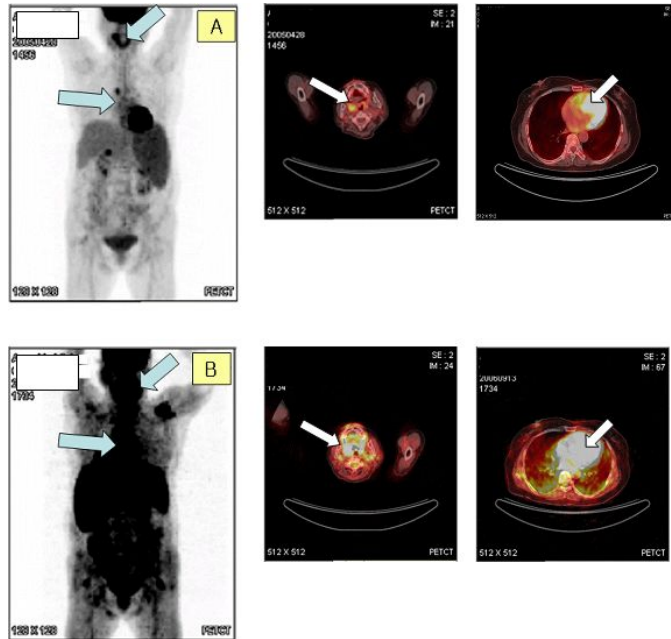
Fusion whole body PET
